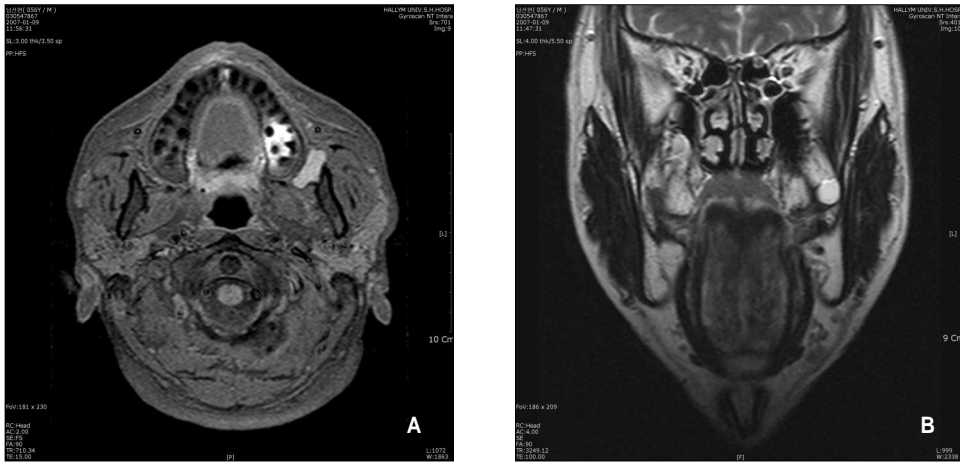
MRI on initial presentation. MRI showed cylinder & oval shpae lesion on Lt. maxillary posterior area(A, B).
